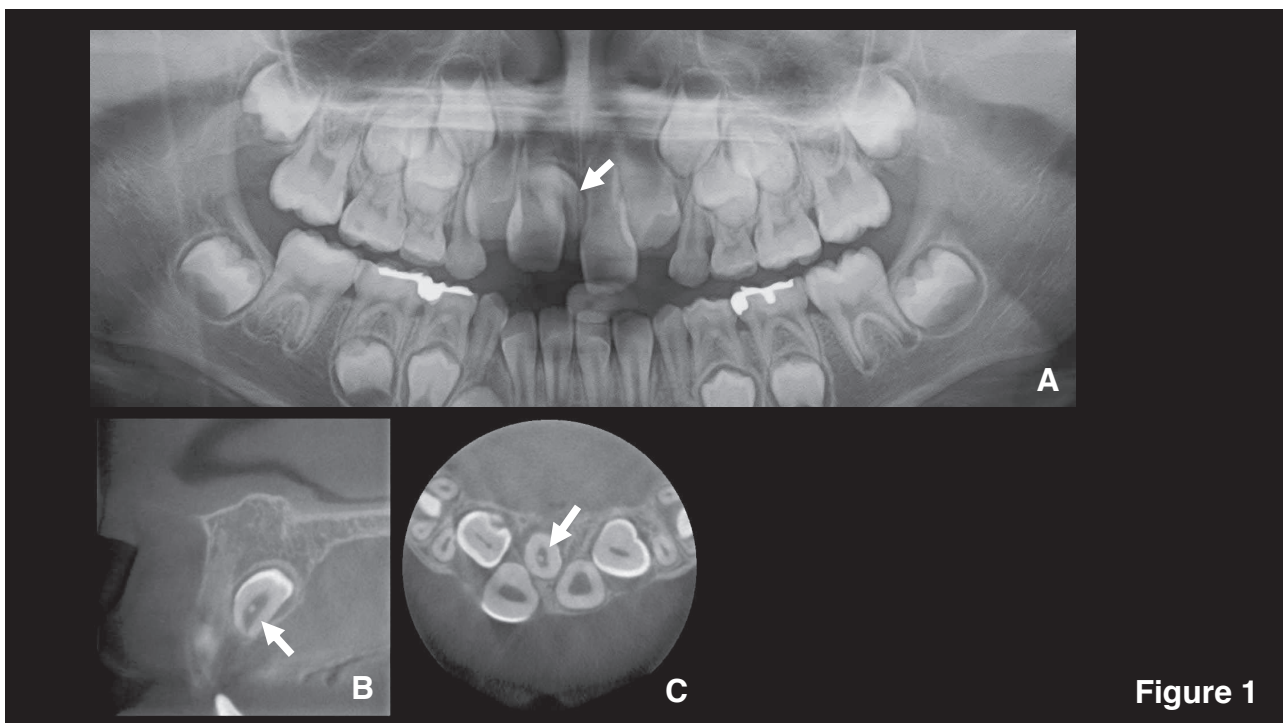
象牙粒を持つ歯根未完成の上顎正中過剰埋伏歯のパノラマエックス線画像(A)と歯科用CBCT画像(B、C)。パノラマエックス線画像(A)では正中過剰埋伏歯の歯髓腔内に点状の不透過像は確認できない(A矢印)。歯科用CBCT画像のcross section像(B)では歯髓腔内に点状のhigh density structureを認める(B矢印)。Axial像でも歯髓腔内に点状のhigh density structureを認める(C矢印)。
